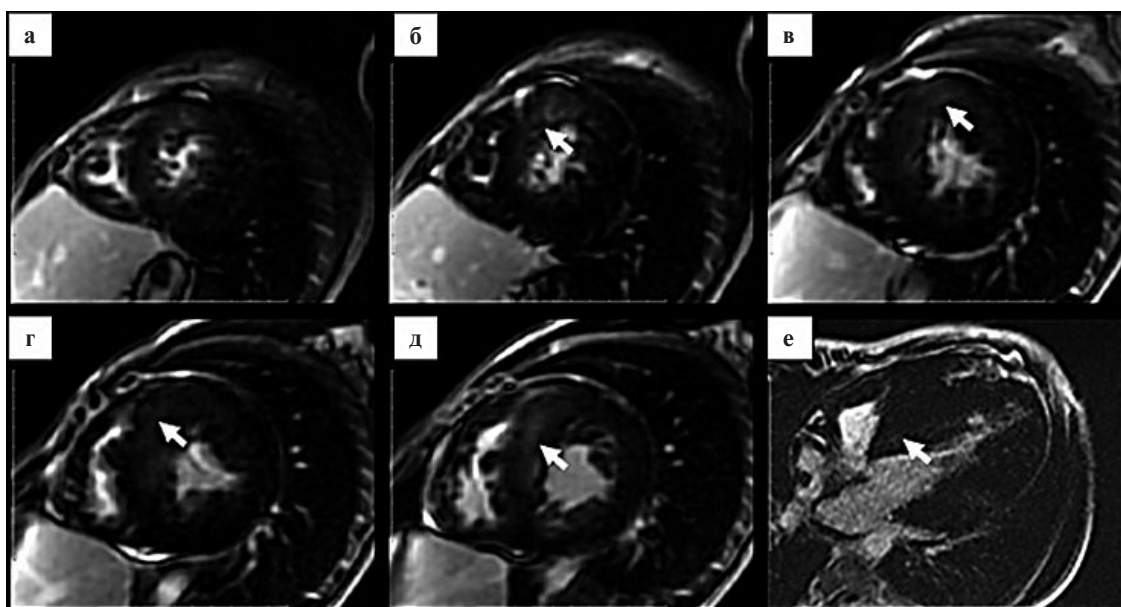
Магниторезонансная томография сердца с внутривенным контрастированием. а–д — Отсроченное контрастирование, короткая ось на разных уровнях, е — отсроченное контрастирование, 4-камерная позиция. Стрелки — участки изменения структуры миокарда — фиброз.
